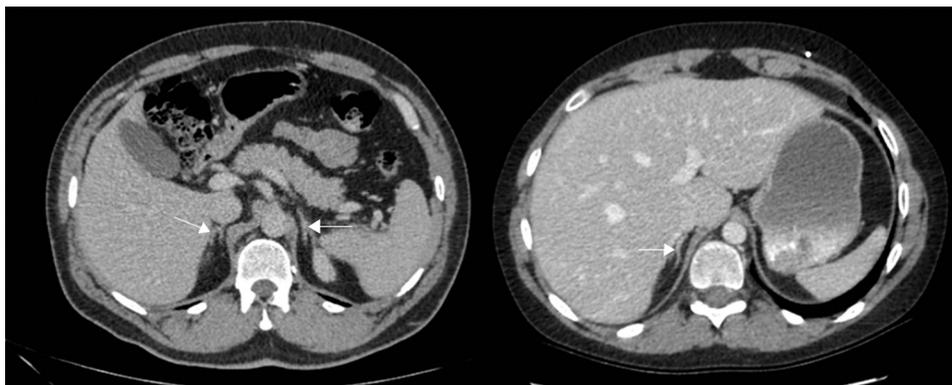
Adrenales normales. Para comparación se presenta la tomografía de un paciente de 18 años donde se aprecian las glándulas suprarrenales de tamaño normal. Compárese el tamaño con las figuras 1 y 2
